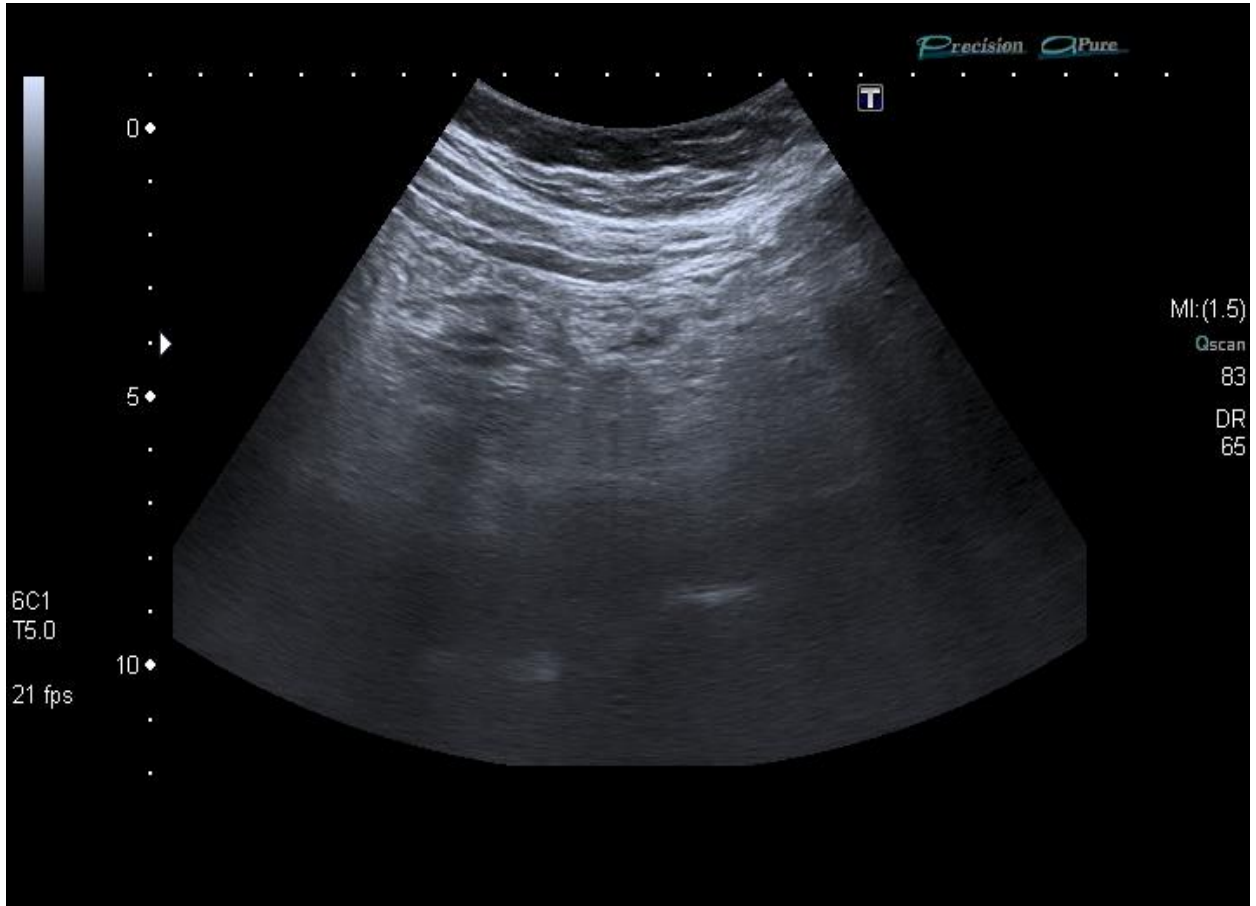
Ecografía abdominal, corte axial a nivel del mesogastrio. HUNS la Candelaria.
